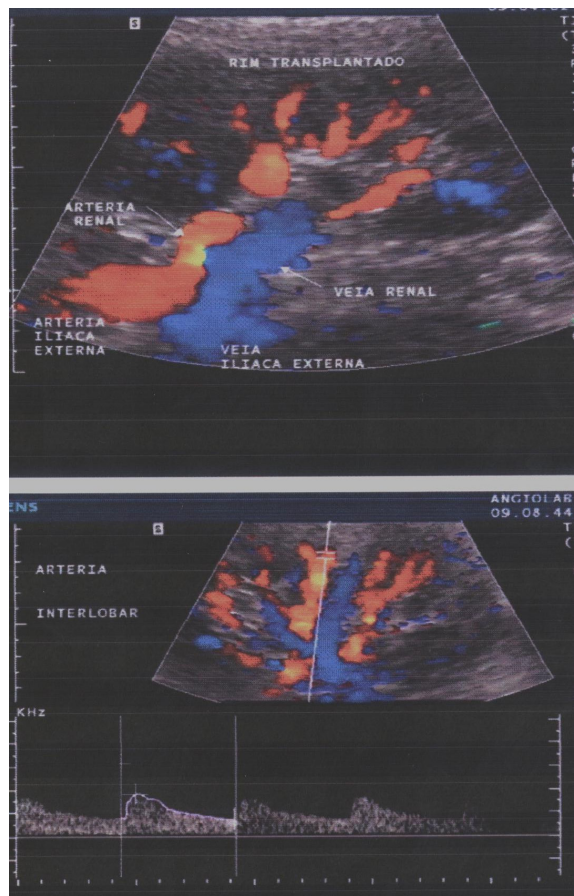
Imagens de ultra-sonografia vascular com *Doppler* colorido (UVDC). Avaliação anatômica e hemodinâmica, com estudo do fluxo arterial e venoso nos vasos renais principais e intraparenquimatosos, e cálculo do índice de resistividade (IR) e pulsatilidade (IP) na artéria interlobar.
